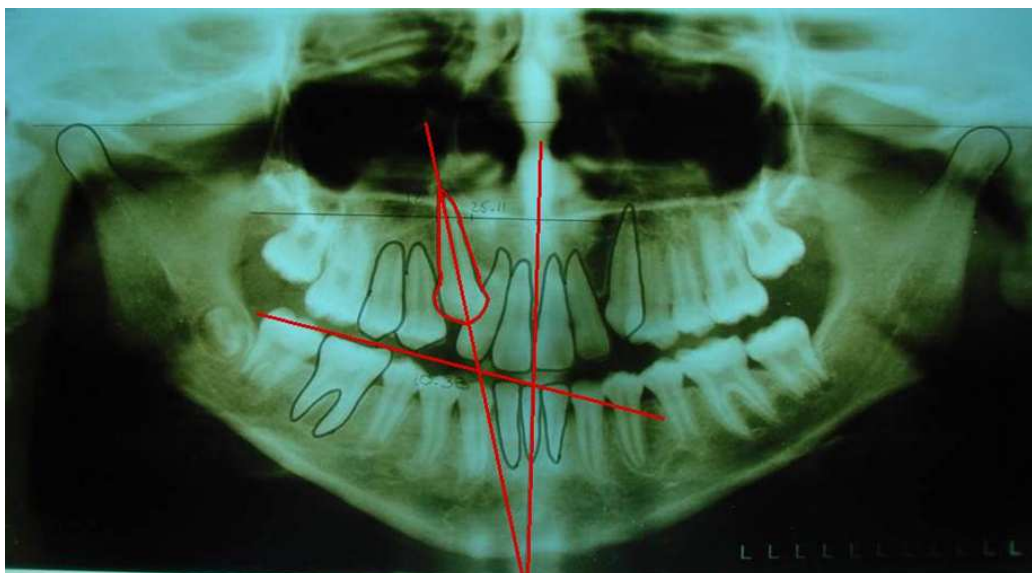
Trazos en la radiografía panorámica para medir la posición vertical y angulación de los caninos impactados.
